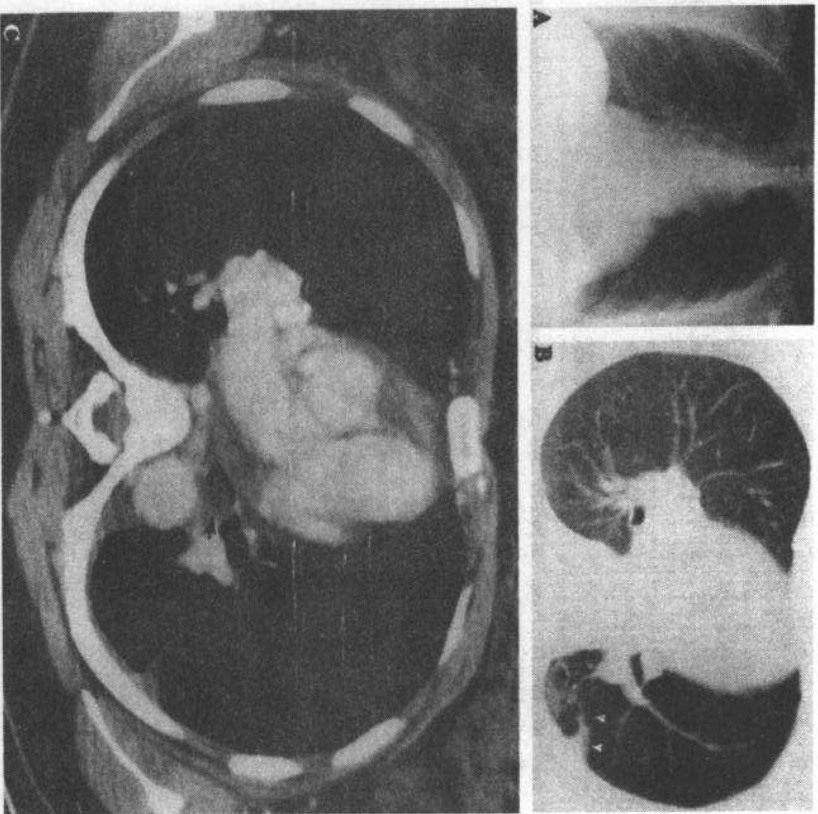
此病人患有慢性咳嗽史,其正位胸片(A)示左肺透光度增加,左肺下部不规则性阴影,可能为肺不张。CT(B)示左肺上叶密度减低影和病灶内含气影,斜裂后移(箭头所示)。纵隔窗CT(C)示左下叶支气管其始部有一含脂肪结节(箭所示)。手术证实为错构瘤
